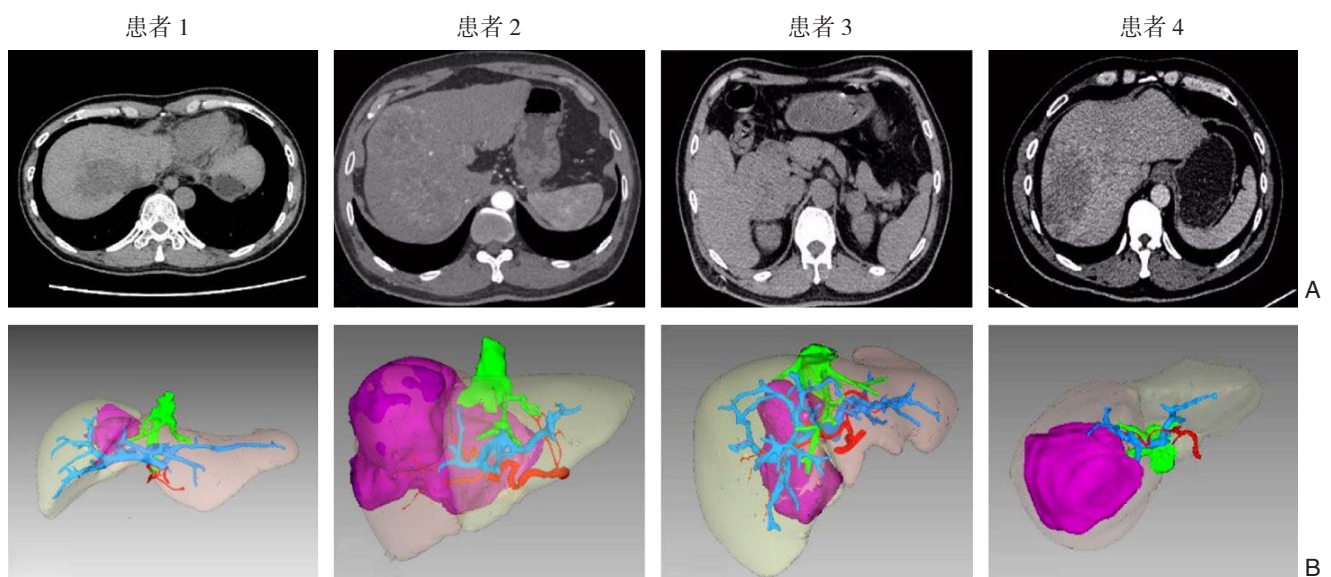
4 例患者术前影像资料 A: CT 图像; B: 三维重建 (中央红色部分为肿瘤)
